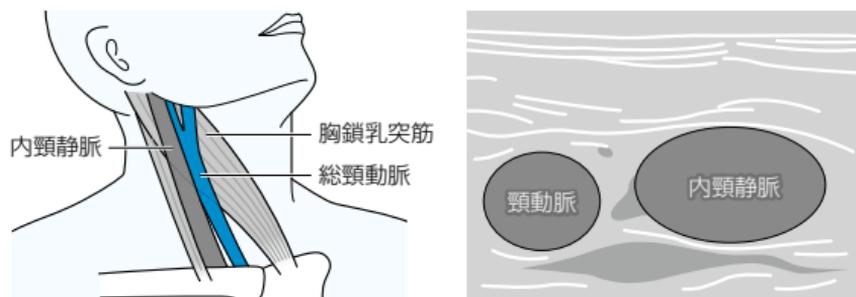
内頸静脈の解剖 (左) と超音波所見 (右)
